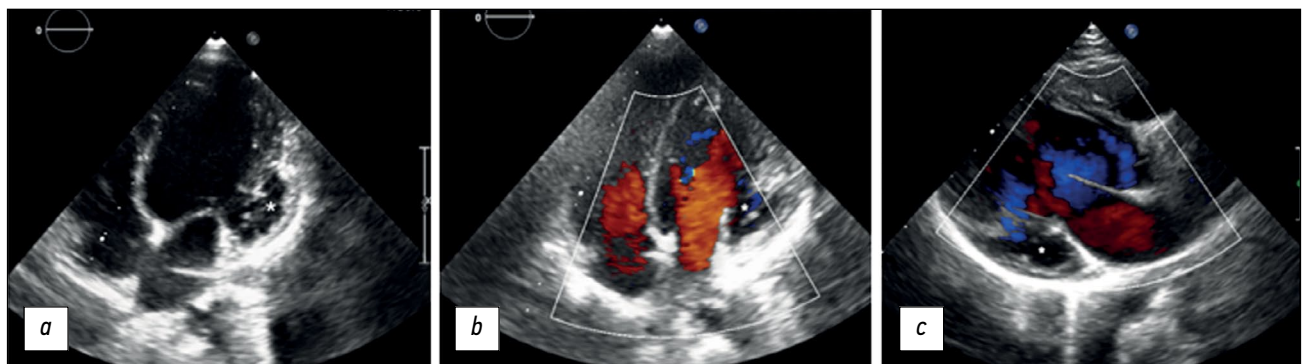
一名患有心肌致密不全和左心室动脉瘤的6岁患者的经胸超声心动图(心率传感器, 二维扫描): a——灰阶模式下的心尖四腔投影, 可见左室壁隆起和心肌致密不全, 心室与动脉瘤相连(星形); b——彩超模式下的心尖四腔投影, 可见一个大尺寸的无气囊性肿块(动脉瘤以星形表示), 左心室顶部和侧壁区域存在明显的小梁化; c——彩超模式下的三腔投影, 可见一个动脉瘤(星形)、左心室的入口和出口。
